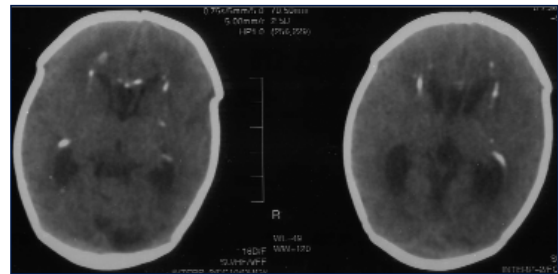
TAC. Calcificaciones periventriculares, ventriculomegalia y disminución de intensidad de la sustancia blanca.
